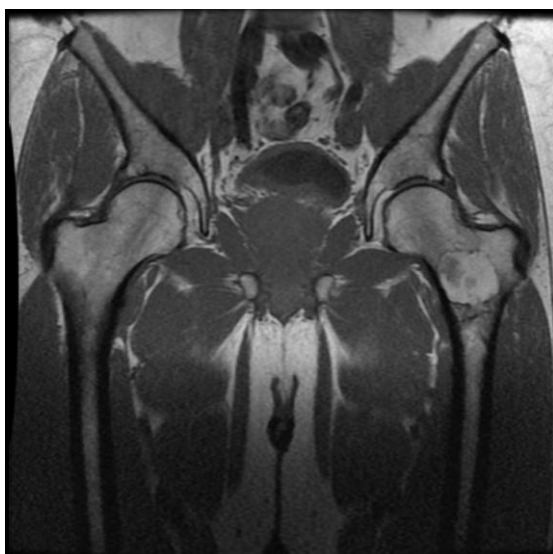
Imagen de RMN, coronal en T1, tejido en hiposeñal en región metafisaria de extremidad proximal de fémur izdo.
